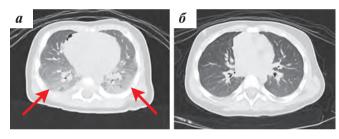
КТ легких пациента № 9 перед началом специфической терапии* (a- стрелками обозначены участки ретикуло-нодулярного поражения на момент начала специфической терапии) и на момент окончания лечения (b- редукция ранее выявляемых изменений на фоне проведенного лечения)
